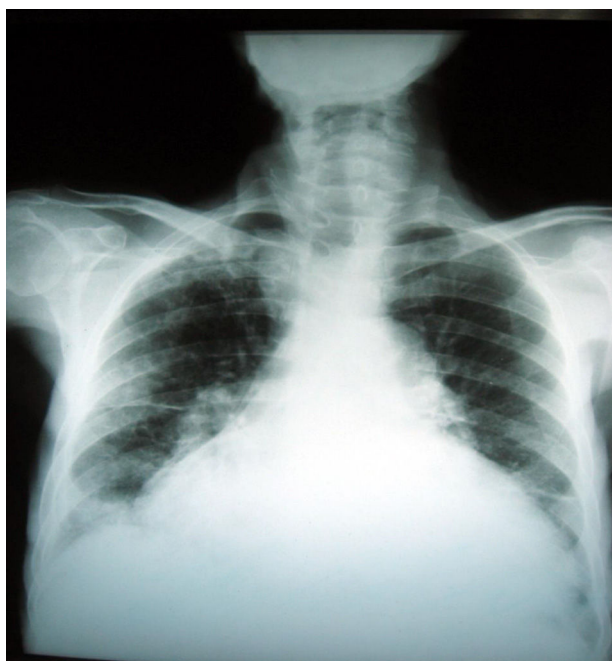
Radiografía antero-posterior de tórax (Día 30 posterior al tratamiento diurético e inodilatador) que muestra resolución parcial de los engrosamientos pleurales y persiste cardiomegalia.
